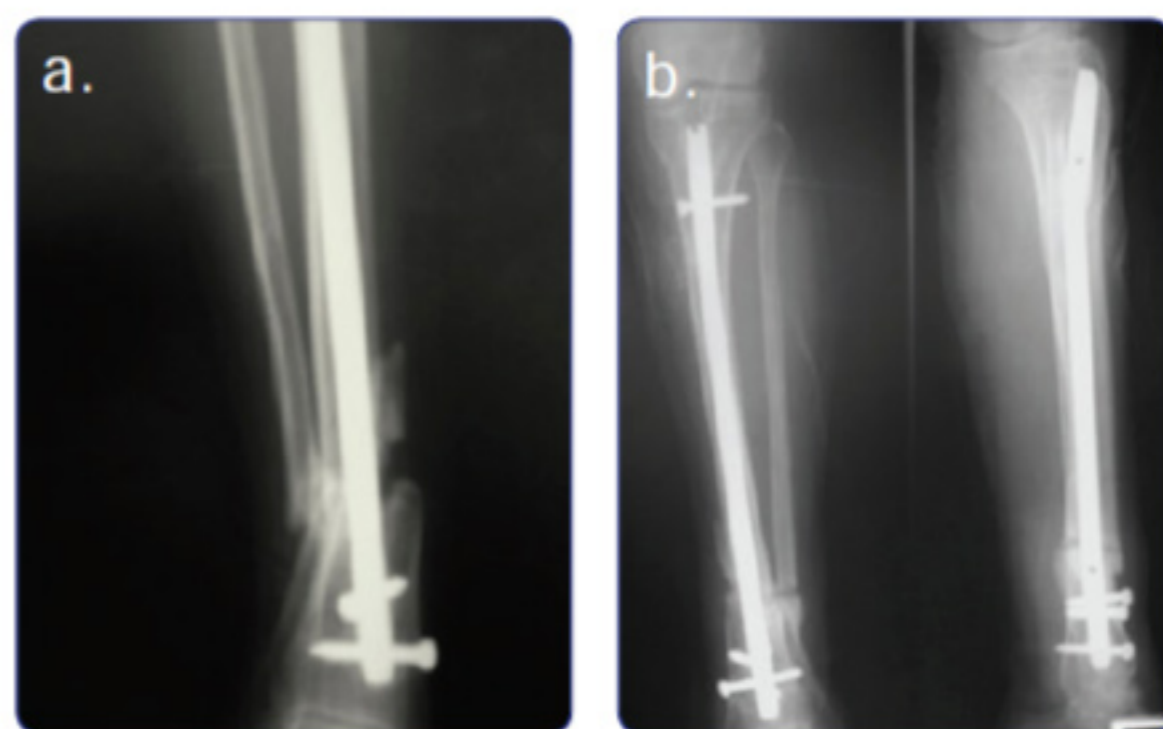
Paciente con mala unión de tibia distal posterior a enclavijamiento endomedular. a) Radiografía prequirúrgica. b) Radiografía posquirúrgica.
